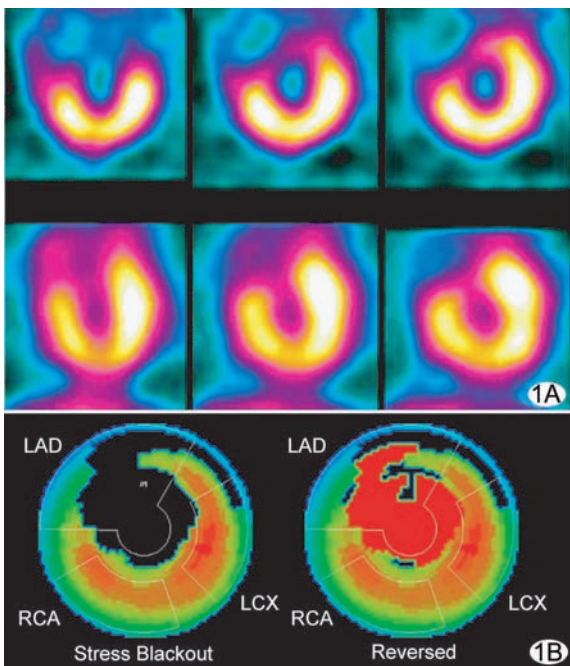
单纯治疗组梗死早期和梗死晚期心肌显像 A. SPECT 显像,上排为心肌梗死早期显像结果,下排为心肌梗死晚期显像结果; B. 相应靶心图,左侧为心肌梗死早期靶心图,右侧为心肌梗死晚期靶心图。心尖部和前壁灌注缺损区缩小 (LAD:左前降支; RCA:右冠状动脉; LCX:左回旋支)
